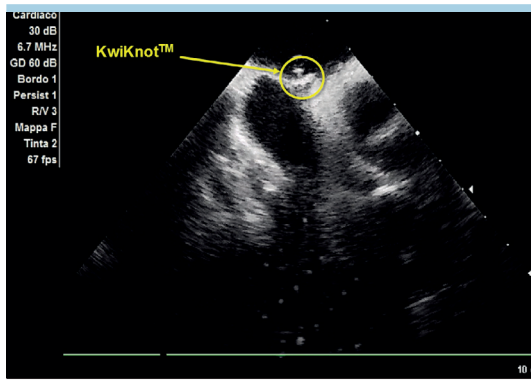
Immagine ecocardiografica post-chiusura con sistema Noblestitch, identificazione del sistema Kwiknot.
